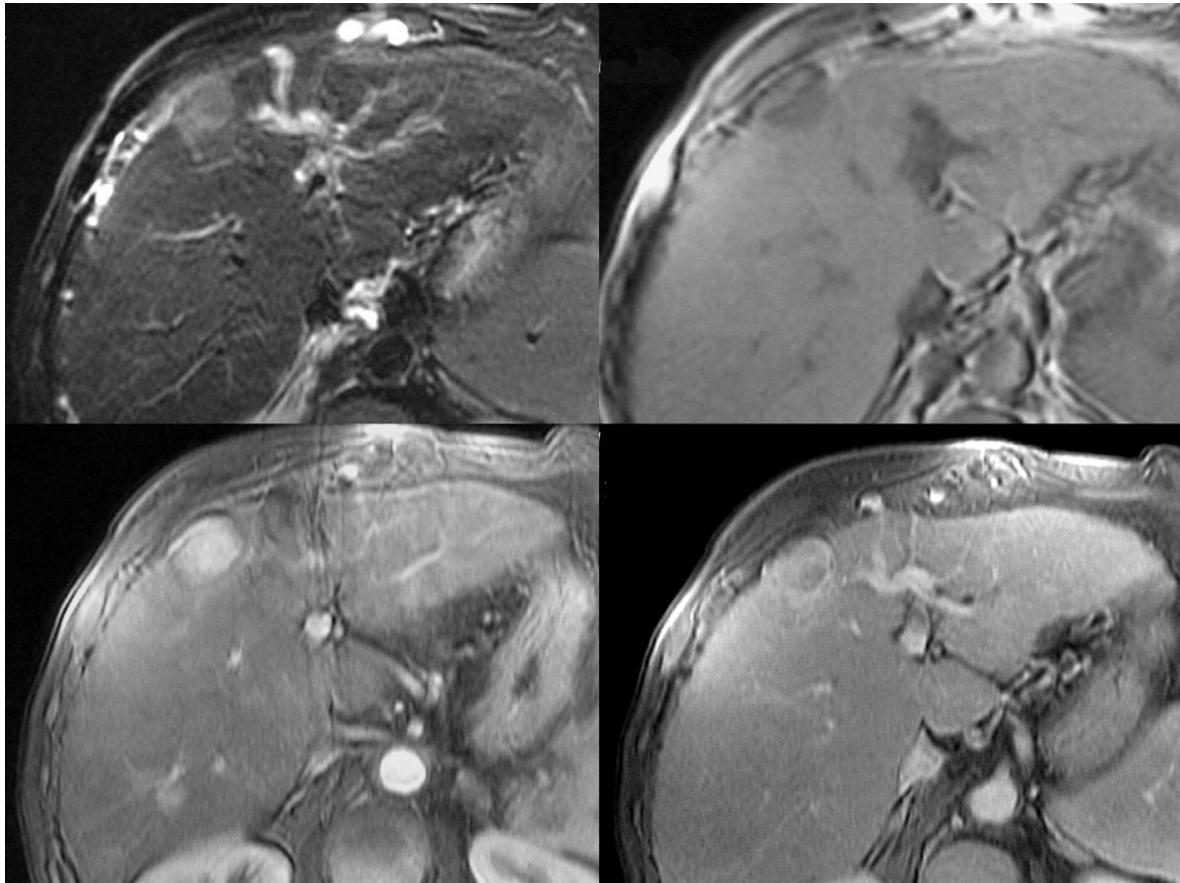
IRM Hépatique. Foie de cirrhose avec présence d'un CHC nodulaire de 2 cm du segment IV (T2, T1, T1 Gd Artériel, T1 Gd portal, respectivement de gauche à droite et haut en bas)
